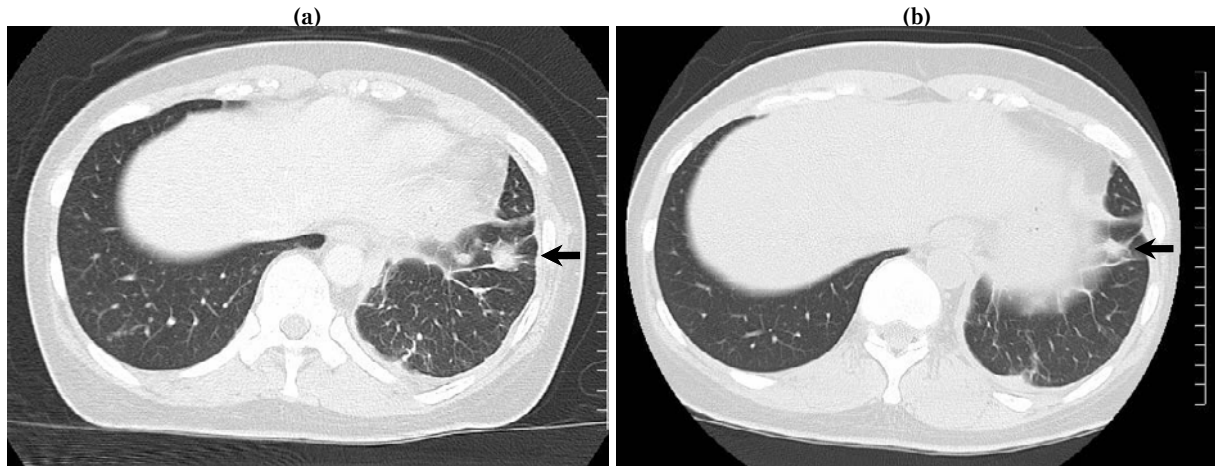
Chest CT scans obtained before (a) and after (b) three months of crizotinib treatment. The target lesion in the left lower lobe (→) was assessed as demonstrating “stable disease”.
